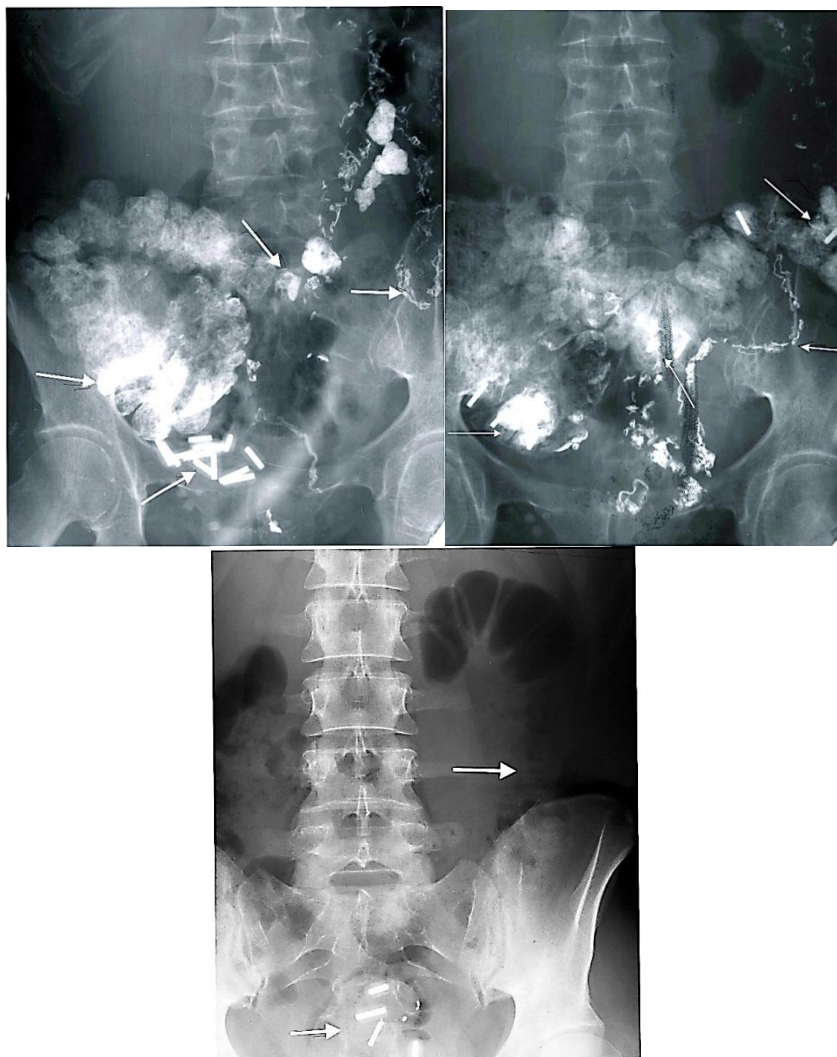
Изучение толстокишечного транзита в нашей модификации. А, б, в - обзорные рентгенограммы через 20, 44 68 часов после приема рентгеноконтрастных капсул. 1 - капсулы в области илео-цекального угла; 2 - рельеф слепой кишки; 3 - рельеф поперечно-ободочной кишки; 4 — рельеф сигмовидной кишки; 5 — капсулы в слепой кишке; 6 - капсулы в поперечно-ободочной кишке; 7 - единичные капсулы в нисходящей ободочной кишке; 8 — капсулы в прямой кишке
